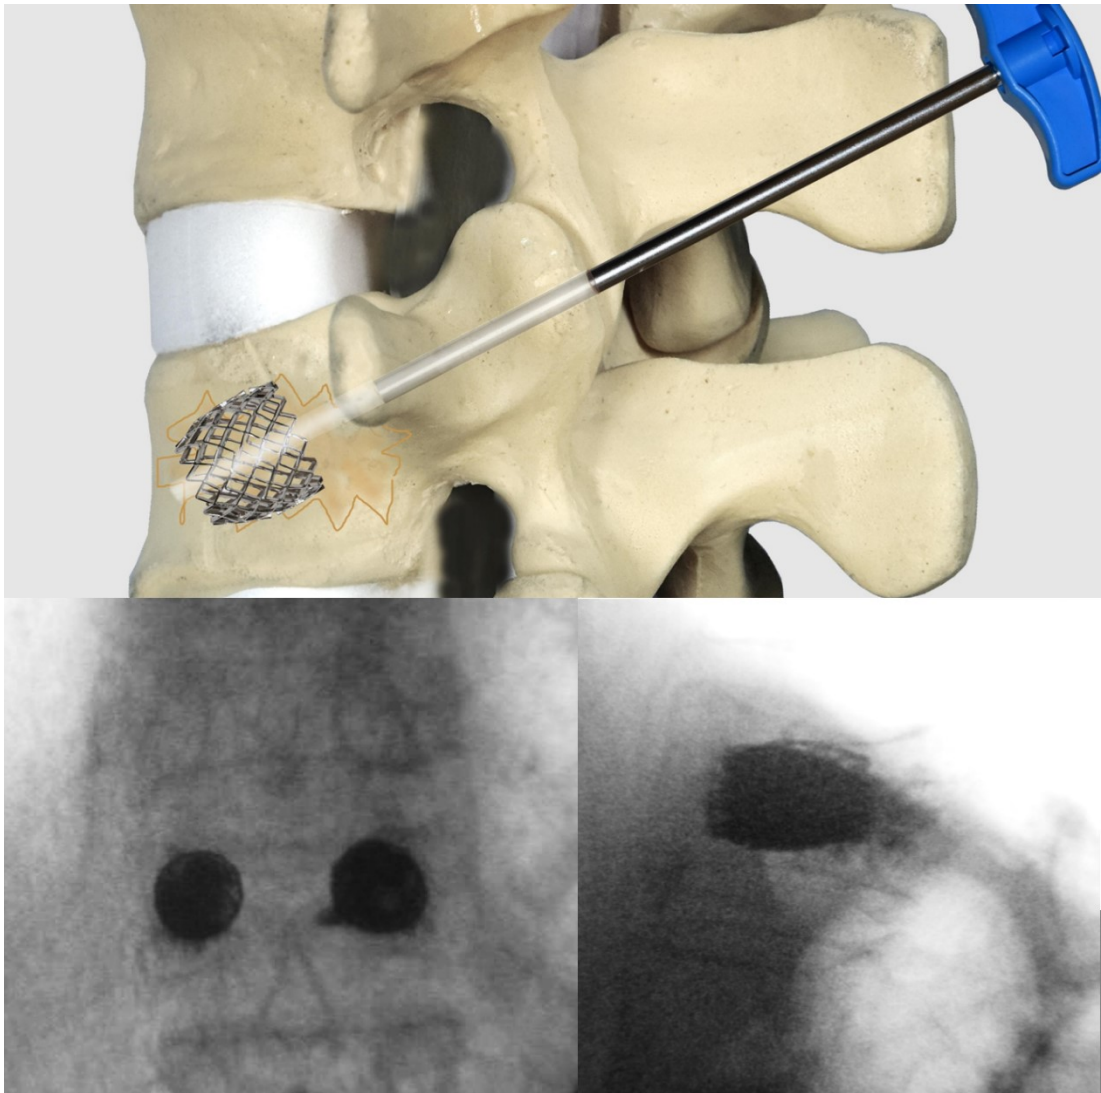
Animation des VBS nach Entfernen des Ballons vor der Zementierung und Röntgenbilder (AP, Lat) von VBS nach Zementierung.
